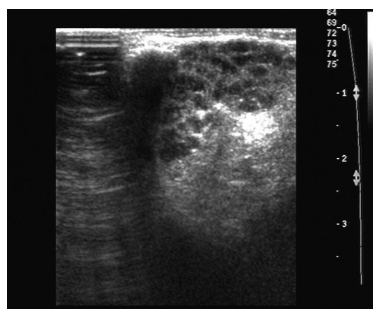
自身免疫性胰腺炎泪腺超声表现. 腺体回声不均匀, 呈网格样改变.
